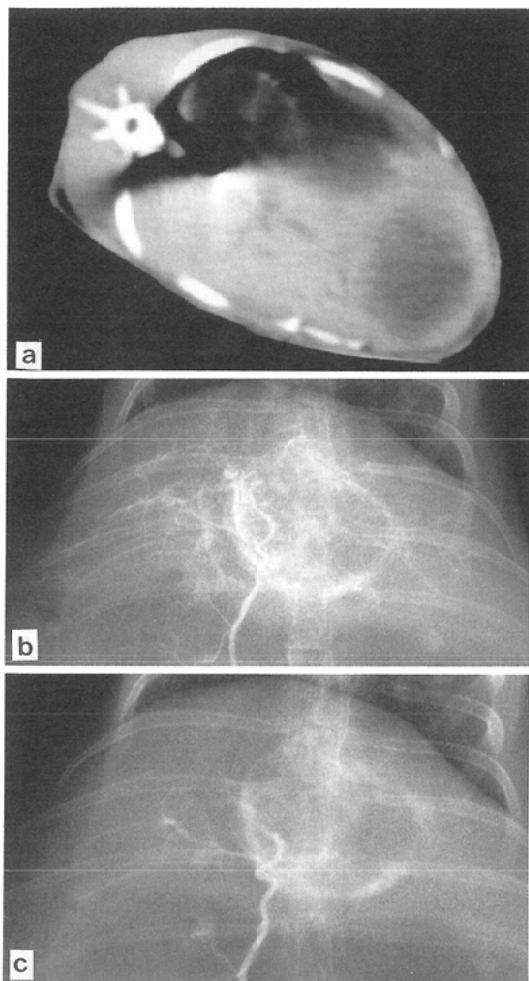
CT appearance of VX2 liver tumor of rabbit on the day 21 after inoculation, showing solitary low density area in the liver.
